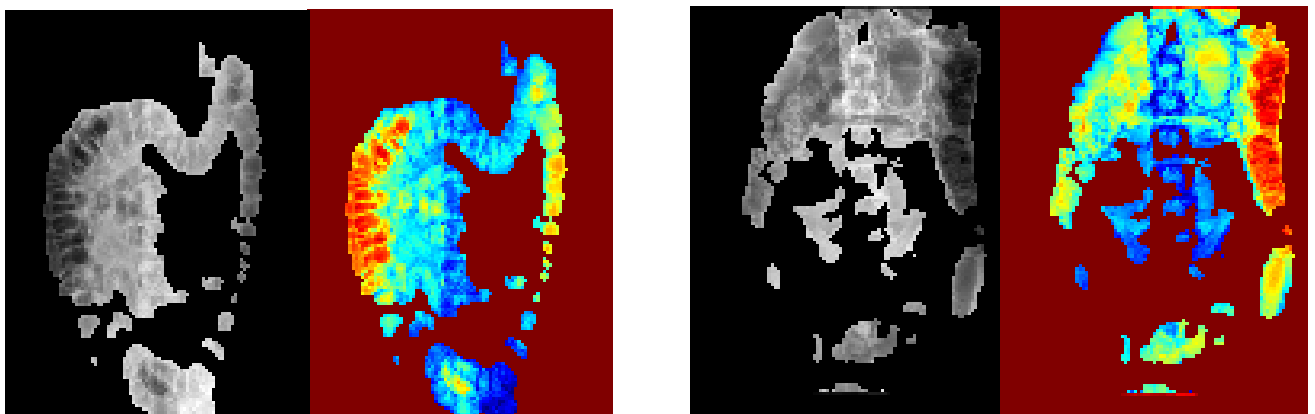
2가지 case에 대한 복부 X-Ray 이미지의 Air-fluid에 해당되는 영역 (좌) 및 공기의 밀도에 따른 공기층 시각화 (우). 좌측 이미지는 Validation data, 우측 이미지는 Test data에 해당함.
